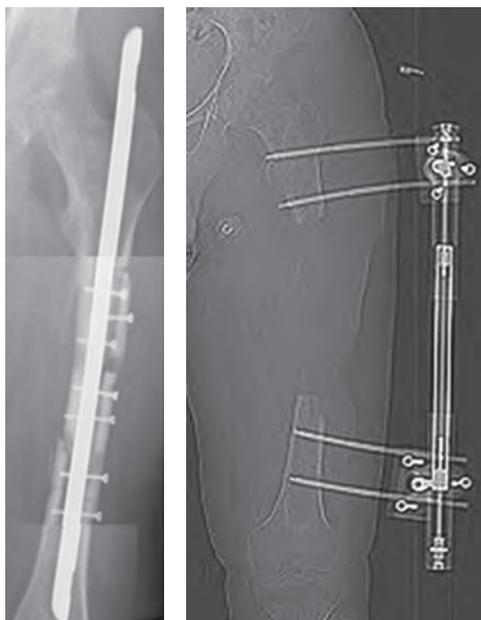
Рентгенограммы левого бедра пациента С. в прямой проекции до и после операции
